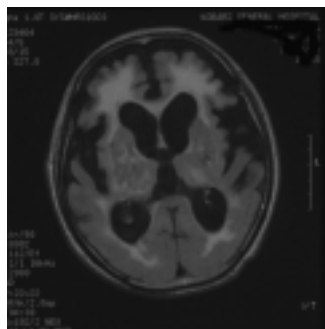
脳血管性パーキンソン症候群 の頭部MRI
